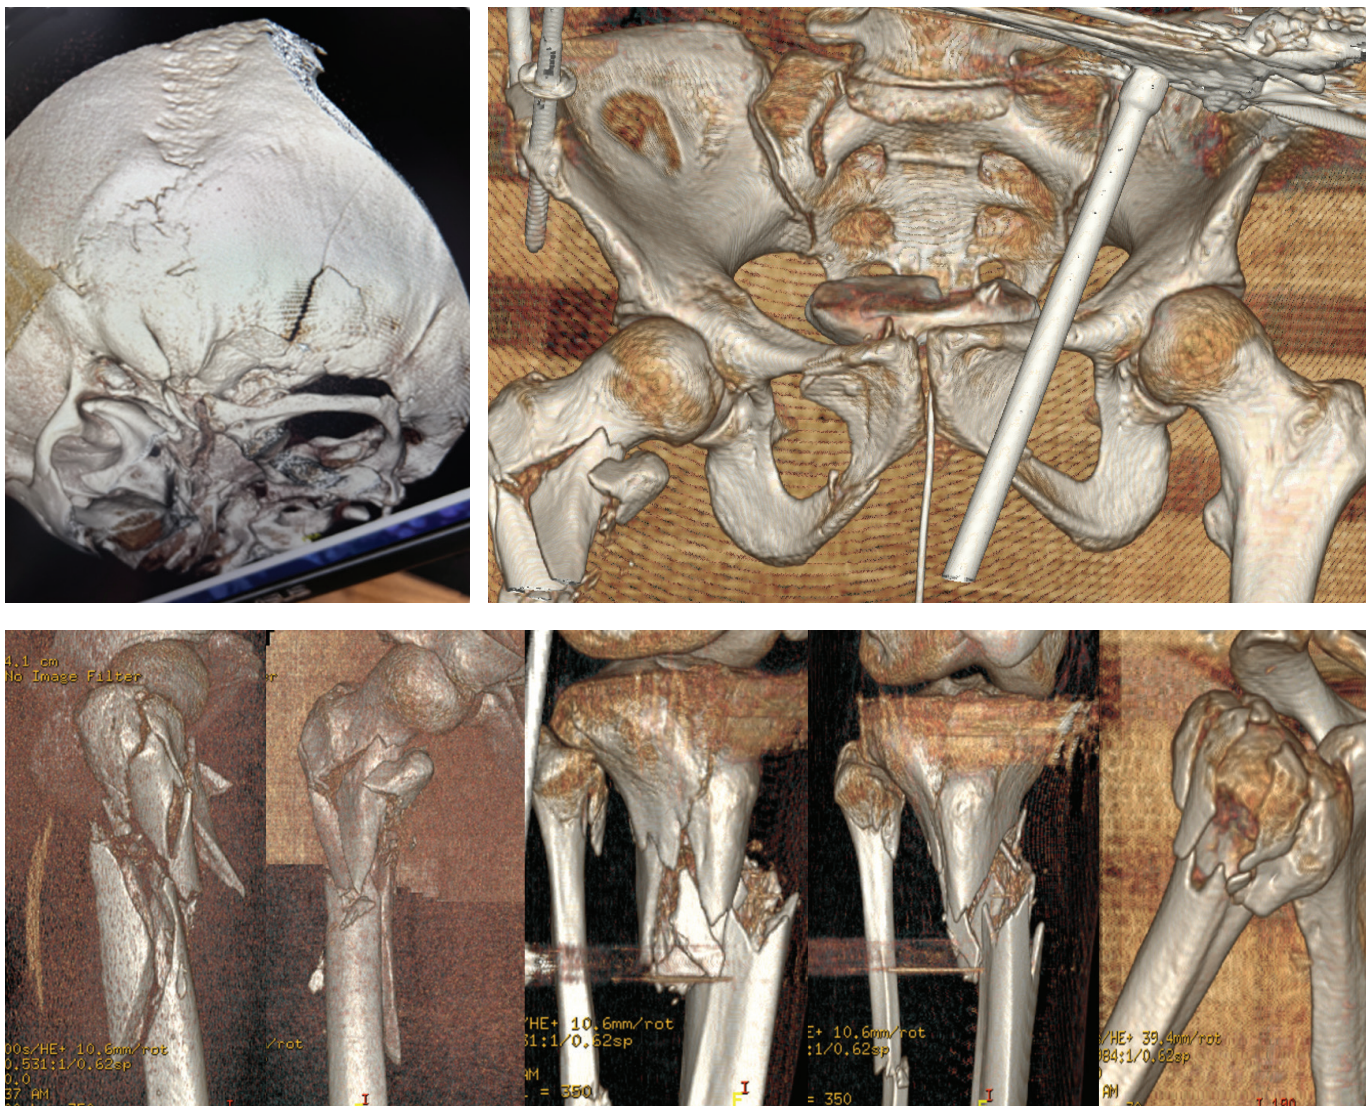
Компьютерная томография при поступлении
